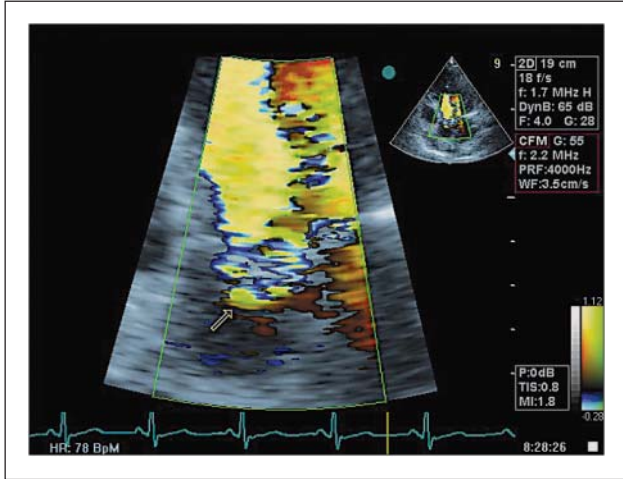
Flowkonvergenzzone oberhalb der Aortenklappe, diastolisches Farbdopplersignal im apikalen 5-Kammerblick
